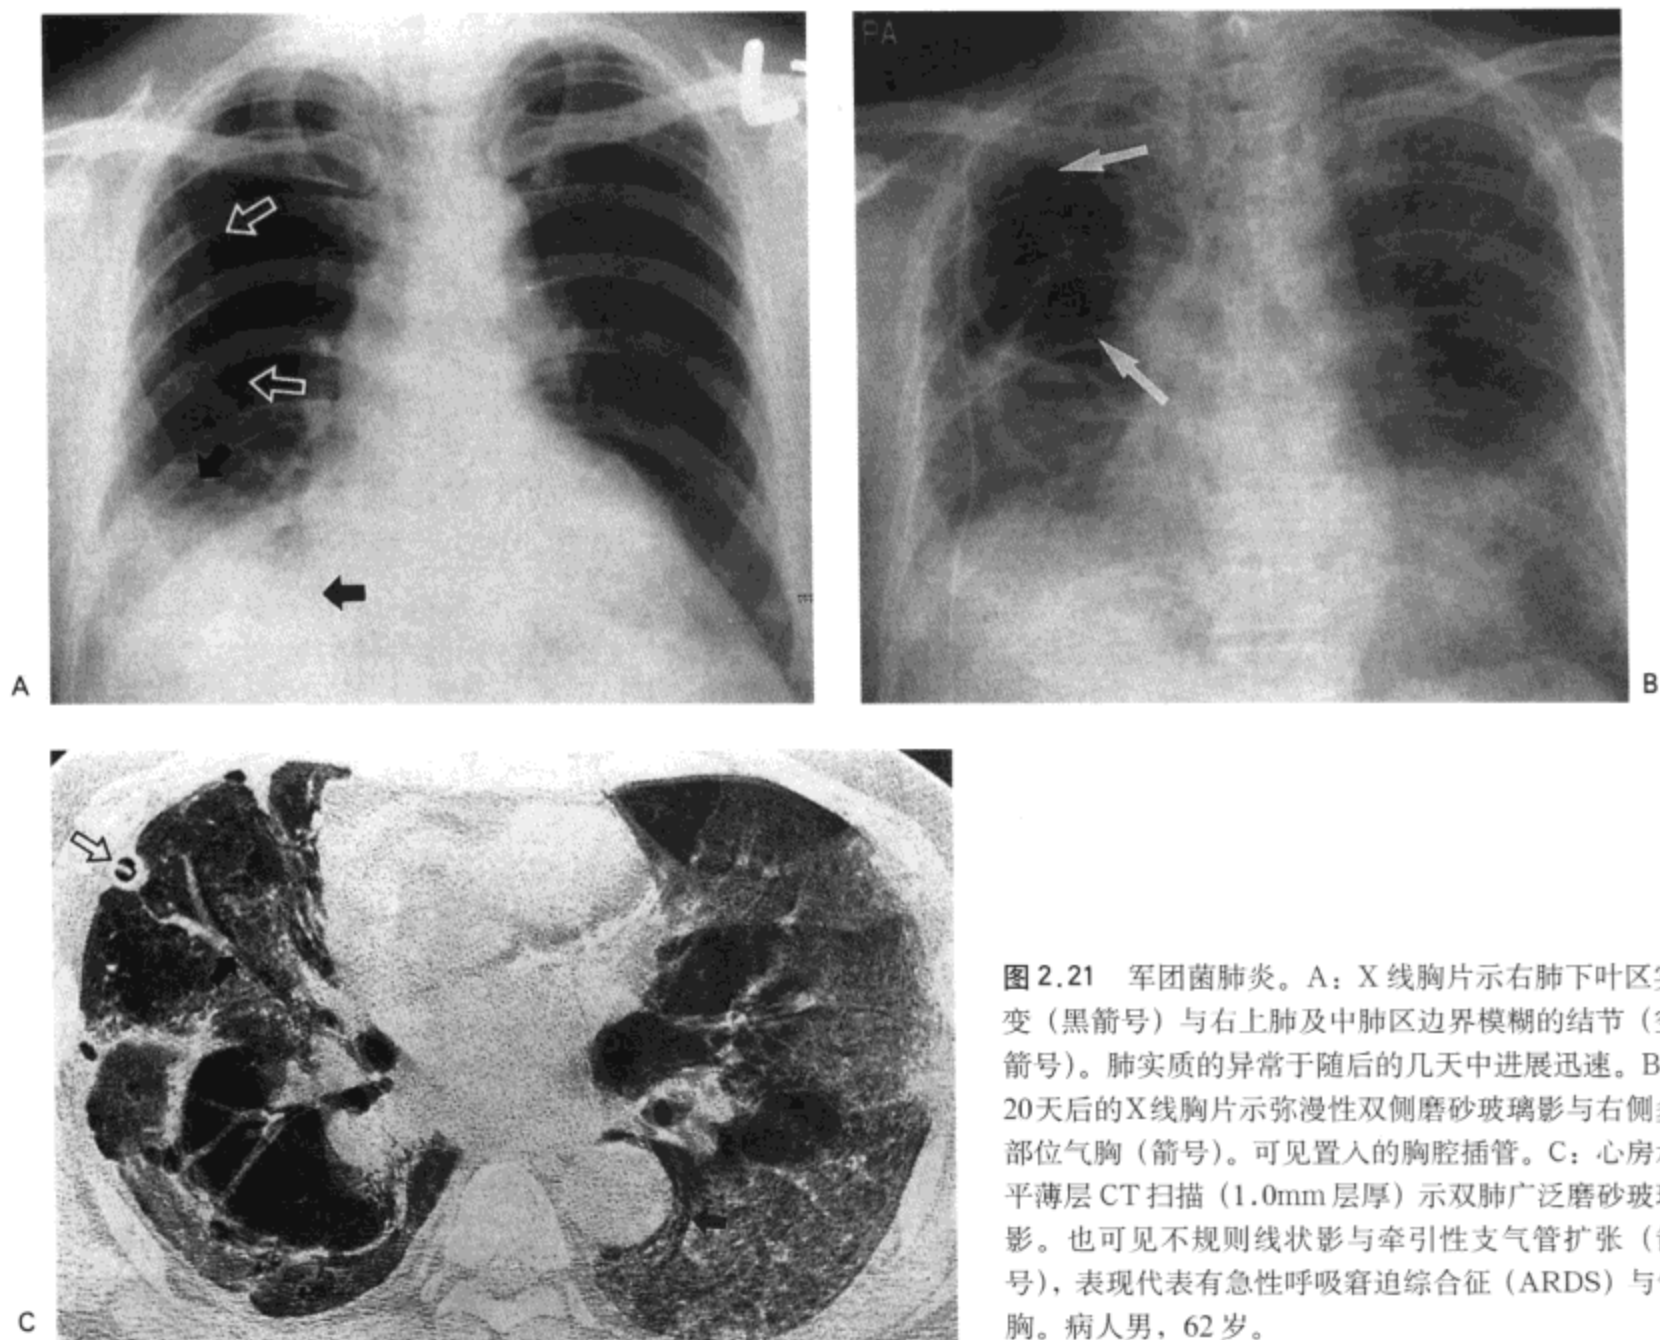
军团菌肺炎。A: X 线胸片示右肺下叶区实变(黑箭号)与右上肺及中肺区边界模糊的结节(空箭号)。肺实质的异常于随后的几天中进展迅速。B: 20 天后的 X 线胸片示弥漫性双侧磨砂玻璃影与右侧多部位气胸(箭号)。可见置入的胸腔插管。C: 心房水平薄层 CT 扫描(1.0mm 层厚)示双肺广泛磨砂玻璃影。也可见不规则线状影与牵引性支气管扩张(箭号), 表现代表有急性呼吸窘迫综合征(ARDS)与气胸。病人男, 62 岁。
